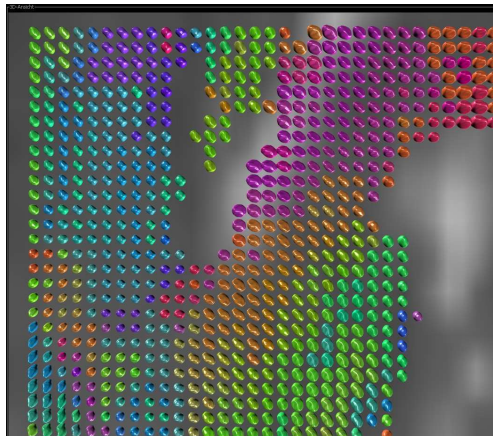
Représentation de la diffusion et sa direction principale à l’aide de sphères déformées de couleurs en IRM. D’après [Domin *et al.*, 2007].
